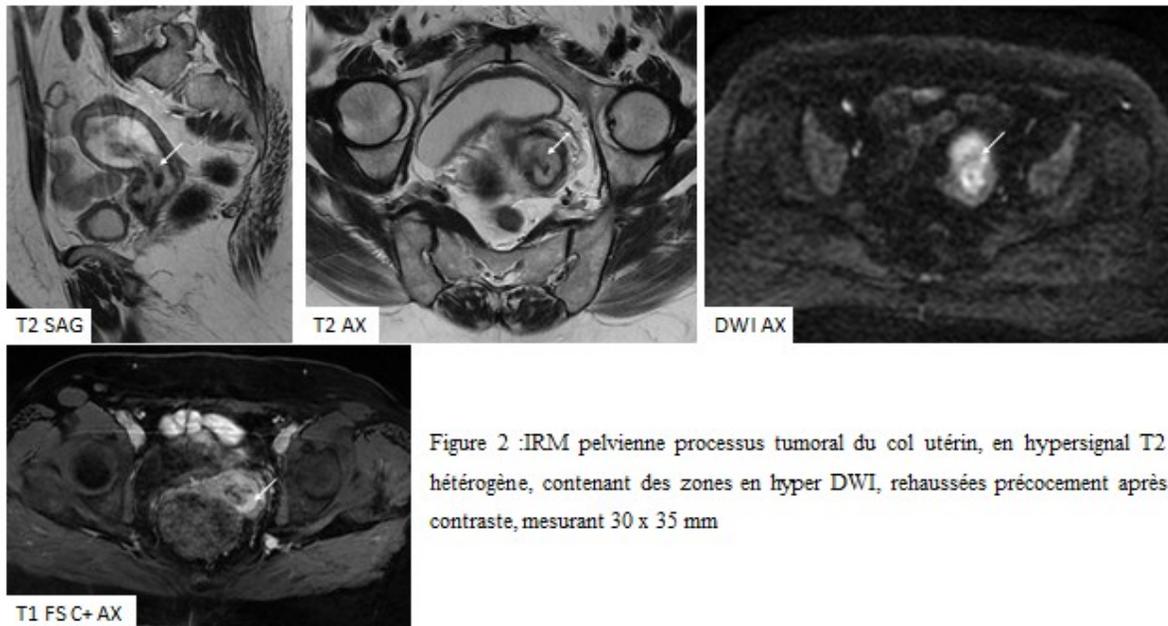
IRM pelvienne processus tumoral du col utérin, en hypersignal T2 hétérogène, contenant des zones en hyper DWI, rehaussées précocement après contraste, mesurant 30 x 35 mm
